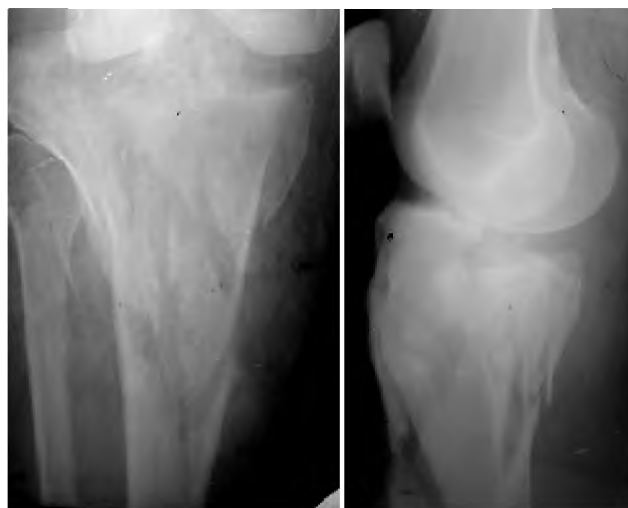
Рентгенограми хворого С. віком 46 р. на момент госпіталізації в стаціонар.
